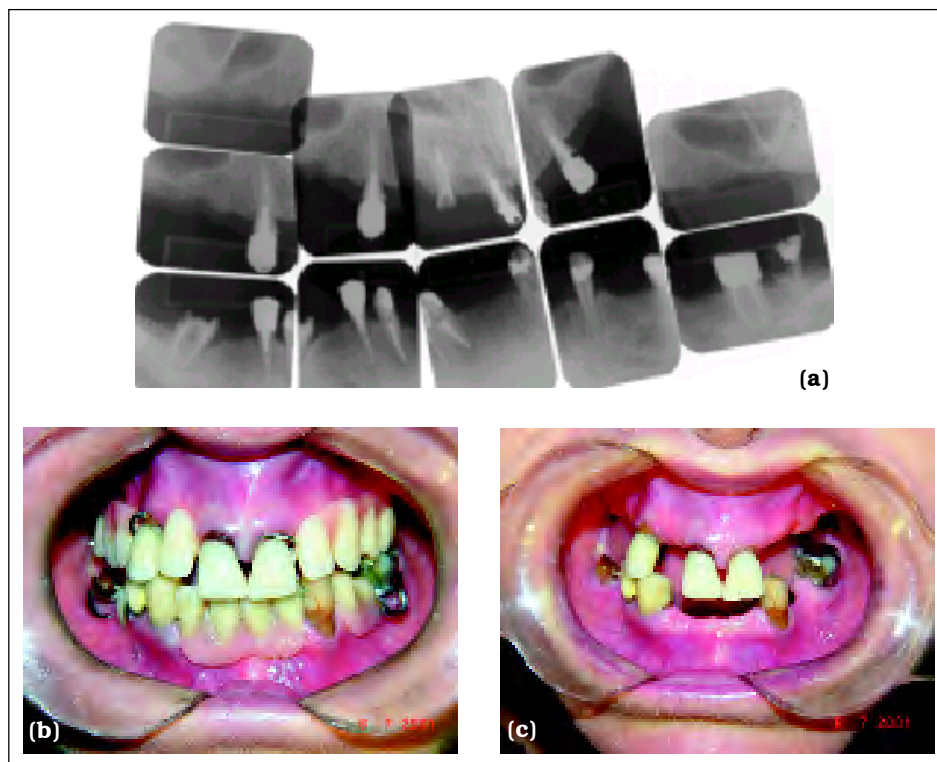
Caso Clínico I: (a) levantamento radiográfico periapical; (b) paciente com prótese parcial provisória; (c) e sem a prótese provisória.
